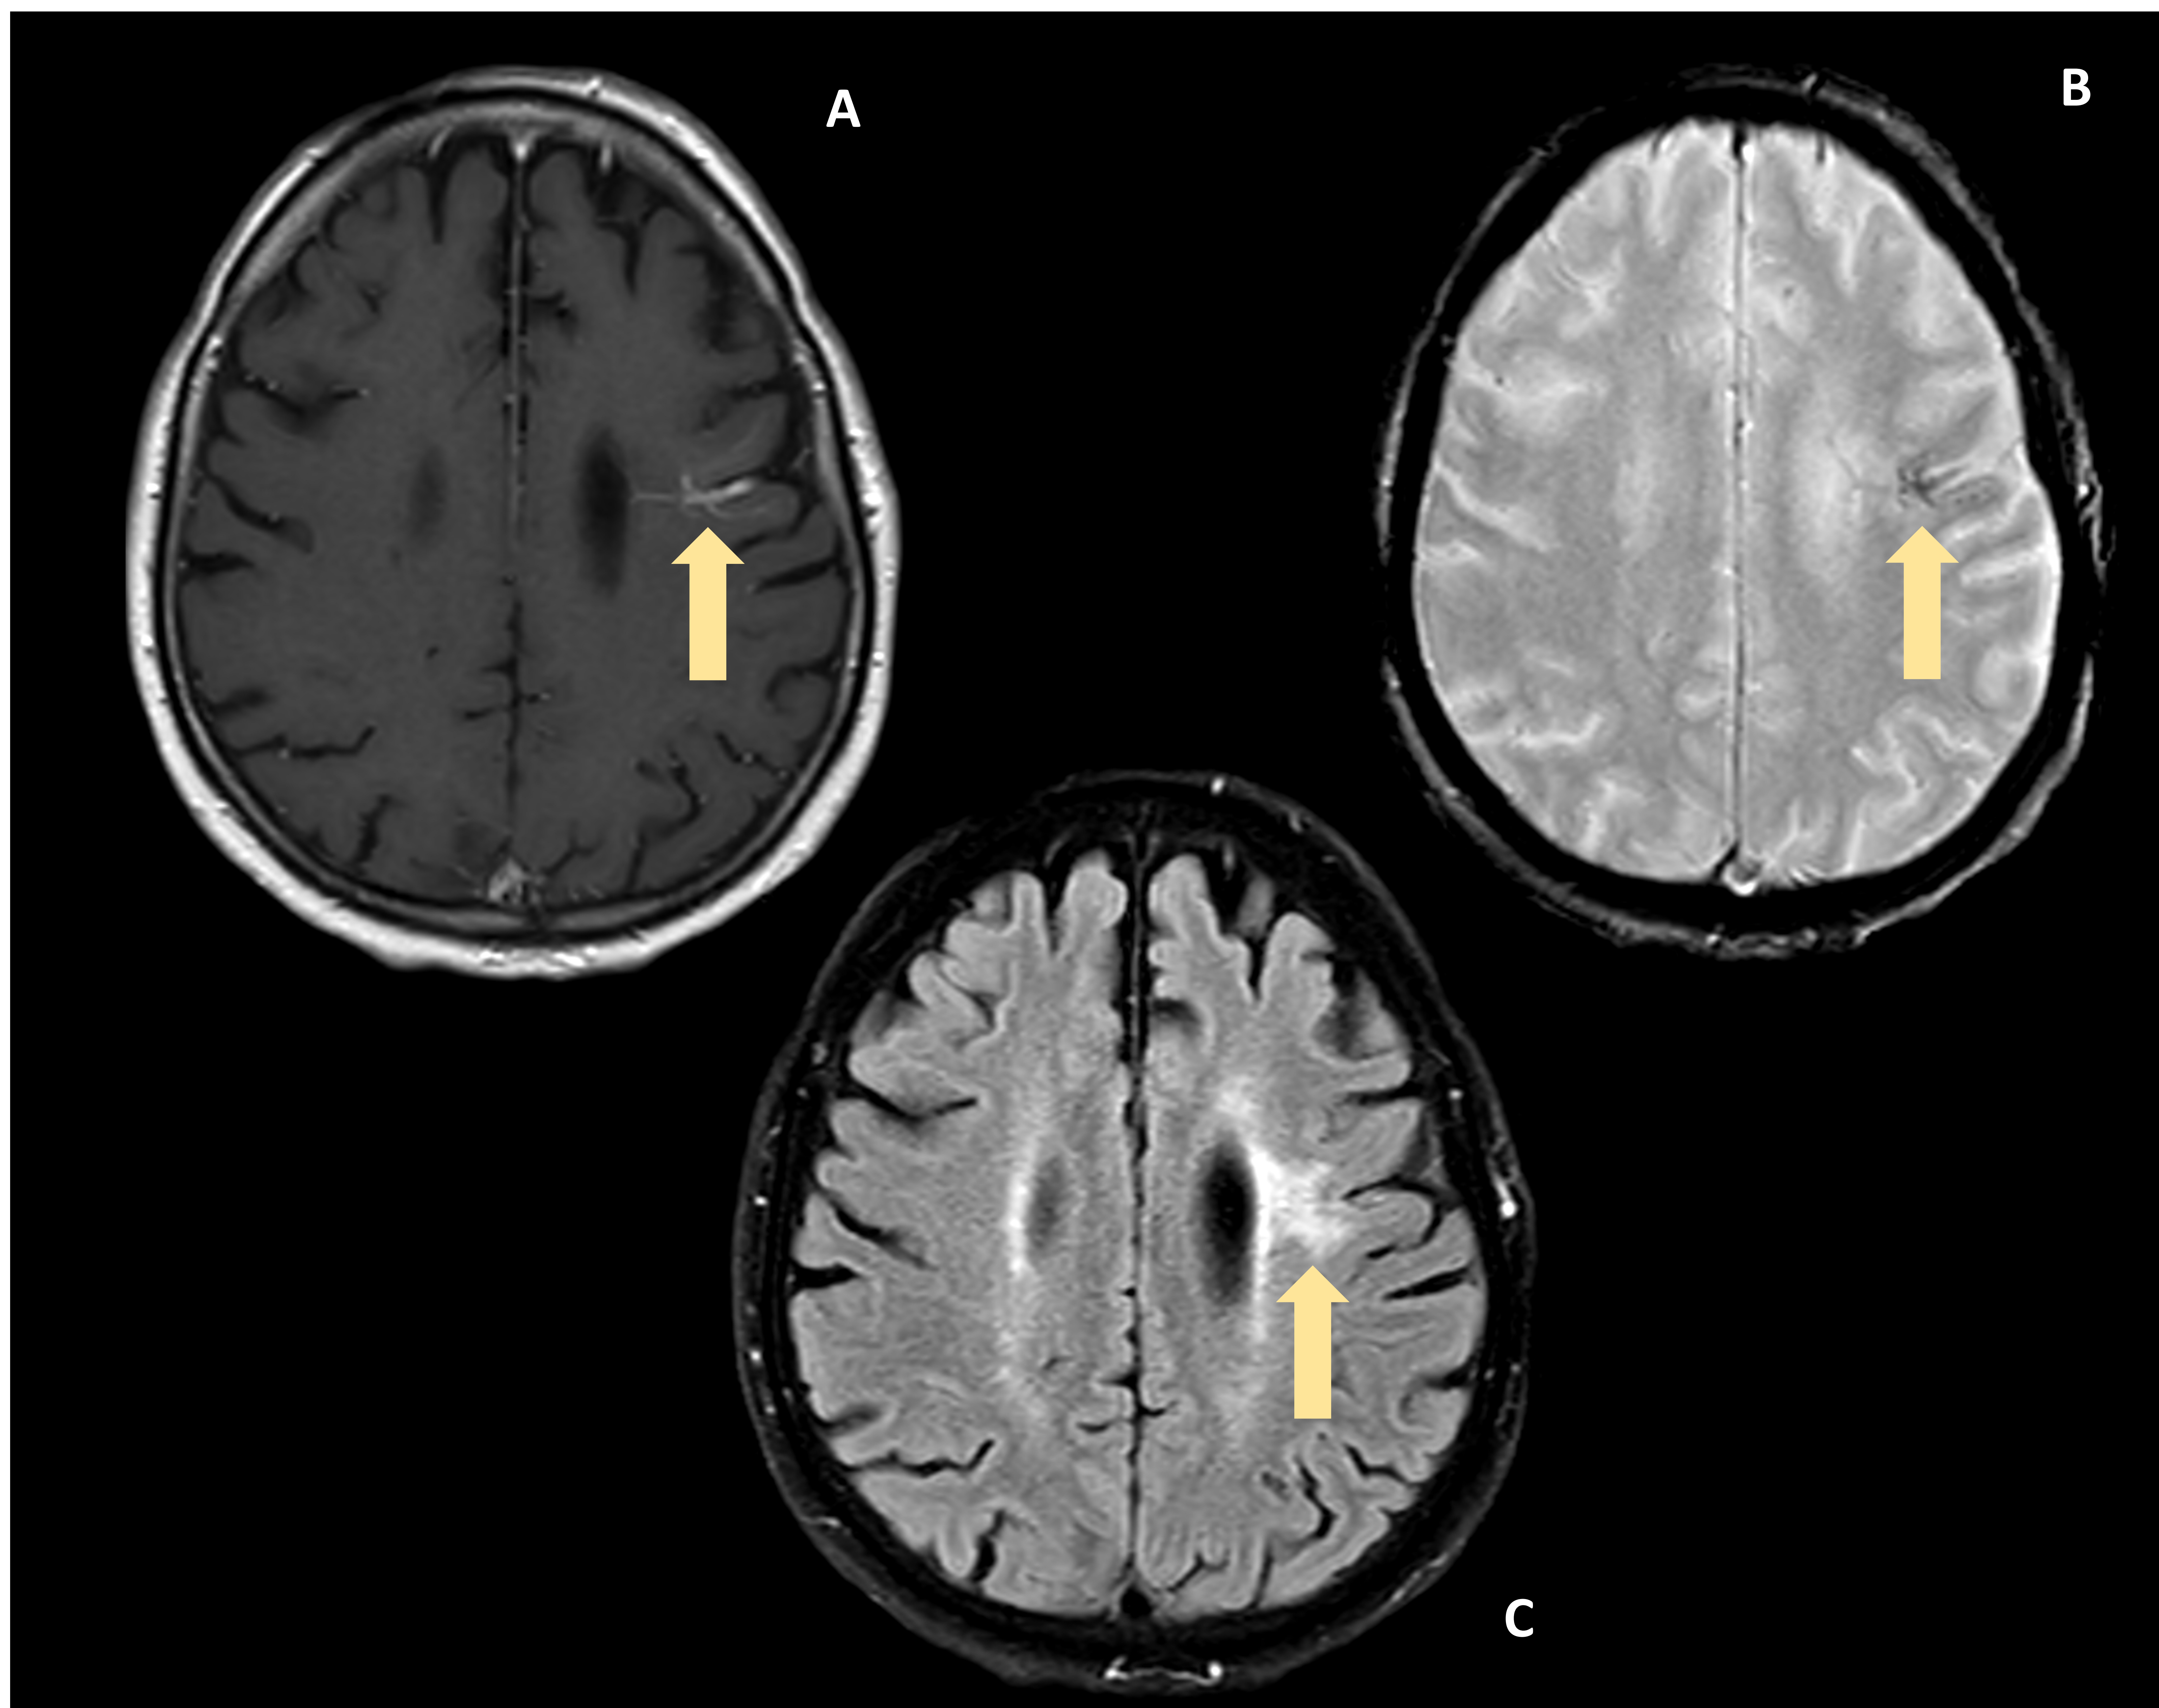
En imágenes en plano axial en T1 C+ (A) y T2 (B) se visualiza estructura vascular "en cabeza de medusa" en sustancia blanca frontal izquierda compatible con ADV. En secuencia FLAIR se puede ver señal alta circundante en relación con gliosis perilesional.
